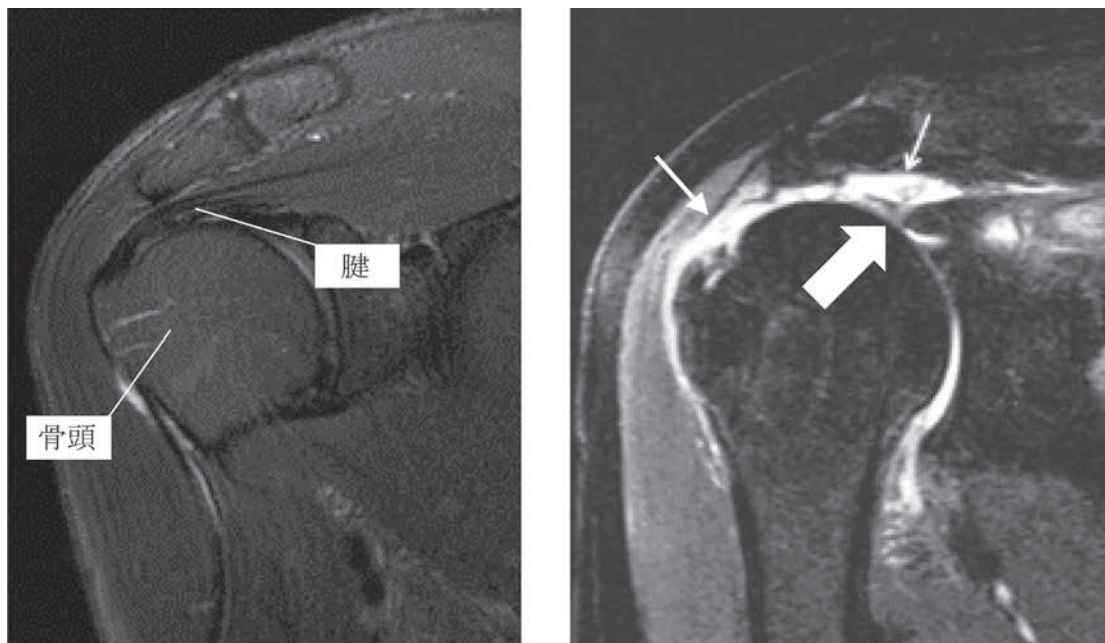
MRI 画像（左 正常画像、右 症例画像）
